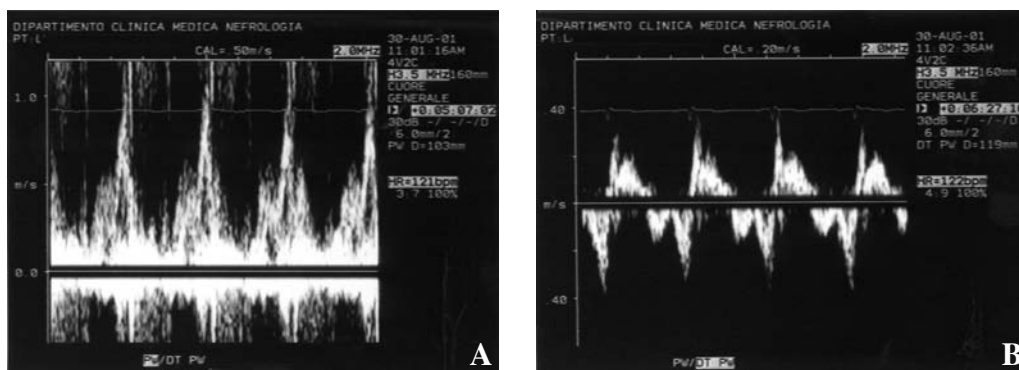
Sclerodermia: marcata disfunzione diastolica ventricolare destra evidenziata dall'analisi Doppler del flusso transtricuspidale (A) e con Doppler tissutale (B) campionato sull'anulus laterale del ventricolo destro dalla sezione apicale 4 camere.
